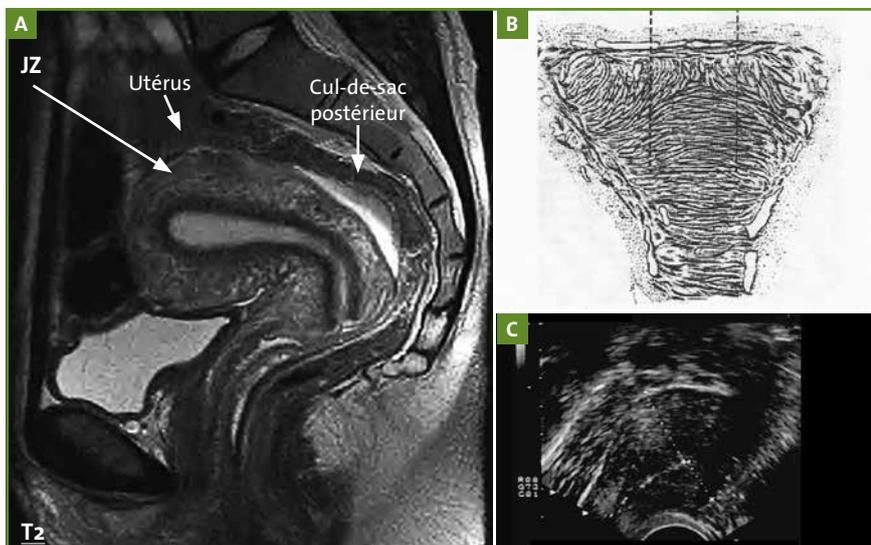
Adényose. A. Imagerie par résonance magnétique (IRM) du pelvis, en coupe sagittale et séquence T2 : mise en évidence de la zone jonctionnelle (JZ ou ZP pour les Anglo-Saxons). B. Représentation de l'orientation des fibres musculaires de l'archimyomètre. C. Aspect échographique d'un utérus adényosique (hypertrophie du mur postérieur).
